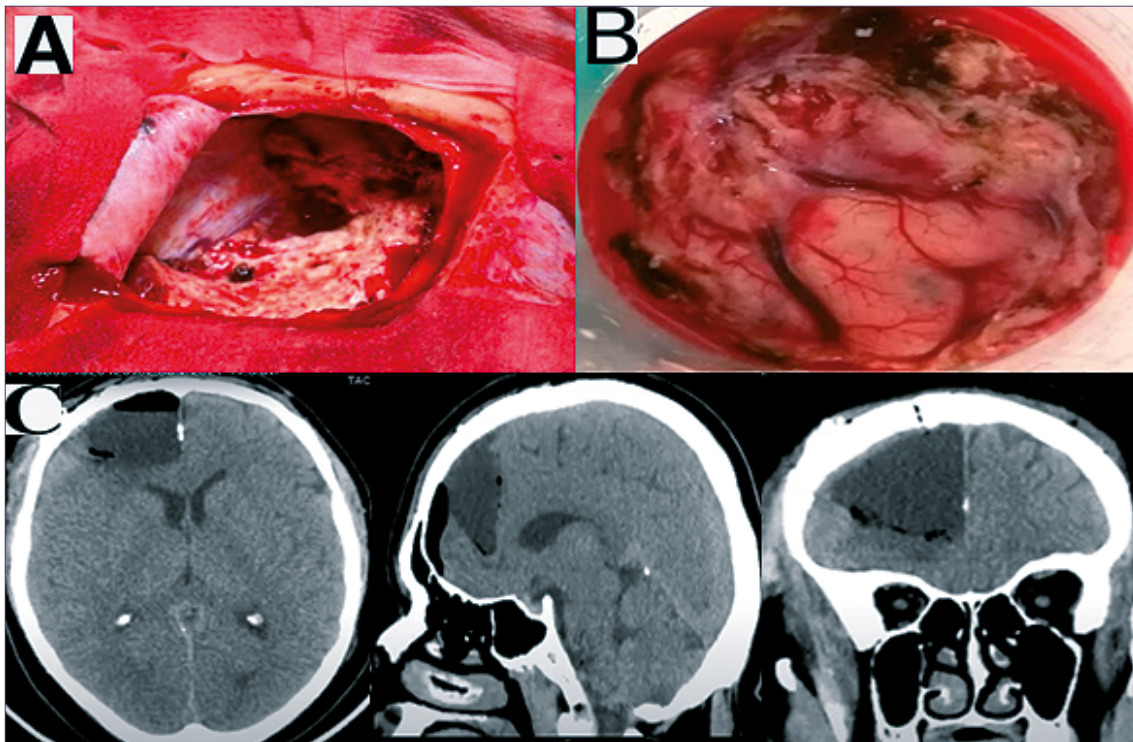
Exéresis supramarginal frontal derecha. A: Visión al lecho quirúrgico tras exéresis de lesión expansiva; B: Tejido cerebral resecado enviado a biopsia; C: TC de cerebro postoperatorio: Resección supramarginal frontal derecha.
